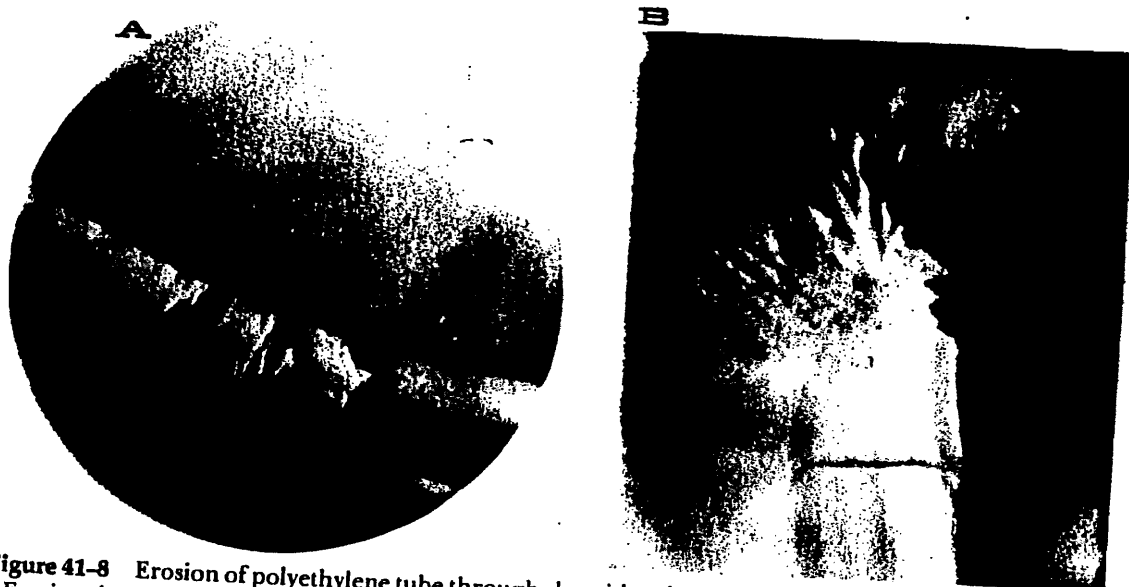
Erosion of polyethylene tube through choroid and retina, with small choroidal hemorrhages. (A) Erosion through fused choroid and retina has caused hemorrhages. Tube is intravitreal at right side of photo. (TC 12,746) (B) Scattered hemorrhages on its under surface make atrophic retina visible. At bottom of photo, polyethylene sleeve is visible and retina was eroded through without causing recurrent retinal detachment. (6775 LK)
